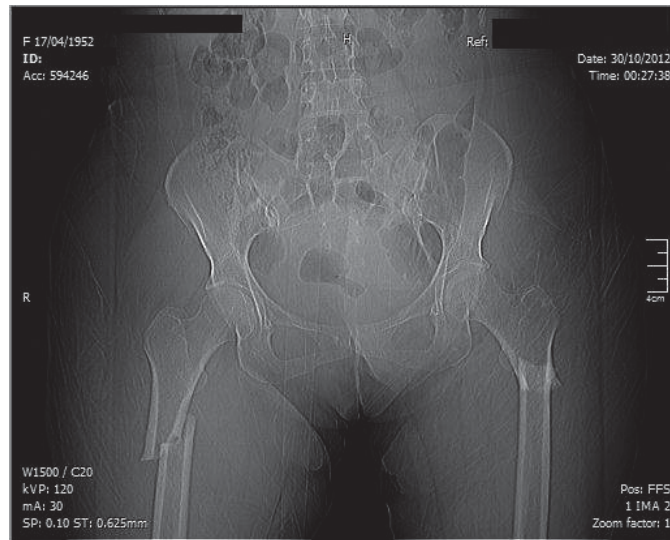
Escaneamento por TC de uma fratura bilateral de fêmur sem trauma. O doador é uma mulher diagnosticada com osteoporose. Imagem gentilmente cedida pelo Prof. Marcelo de Medeiros Pinheiro (UNIFESP).
